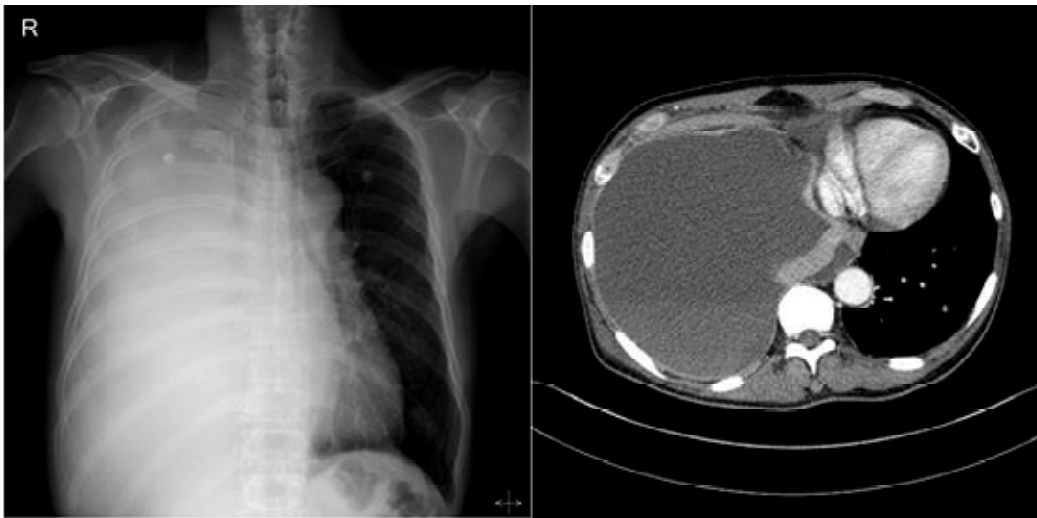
Radiographie et scannographie thoraciques montrant une pleurésie droite de grande abondance avec refoulement médiastinal, épaissement pleural diffus et nodules du poumon gauche. D'après Kim et al. [59]
